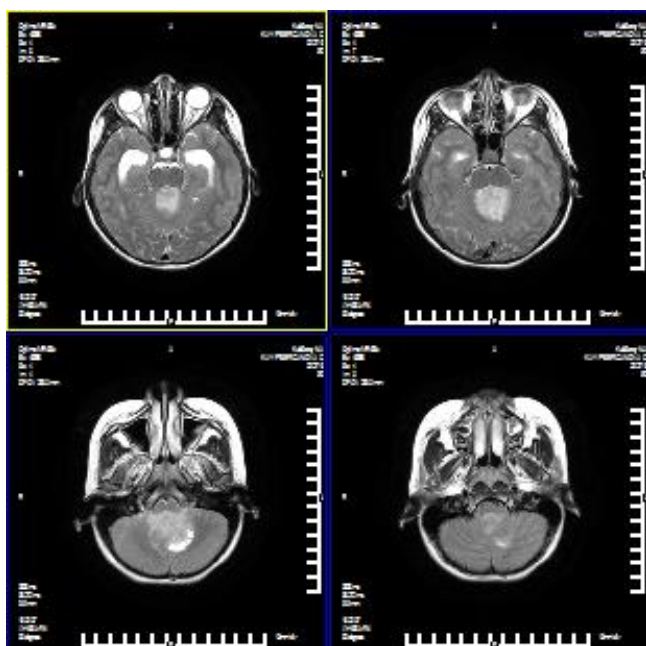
Больной К. 6 лет. МРТ T2 режим. Новообразование ЗЧЯ.
